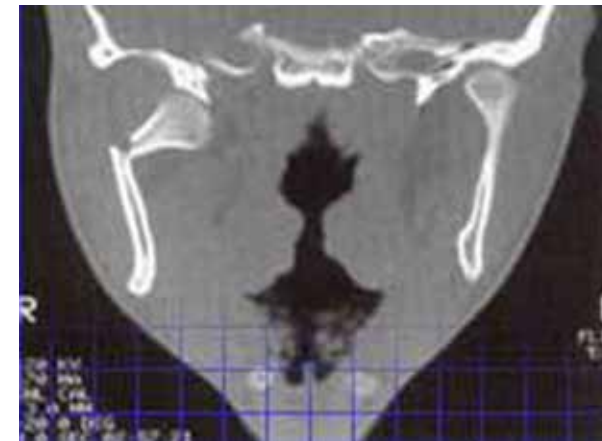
TC demonstrando fratura da cabeça da mandíbula direita com desvio para o polo medial.
